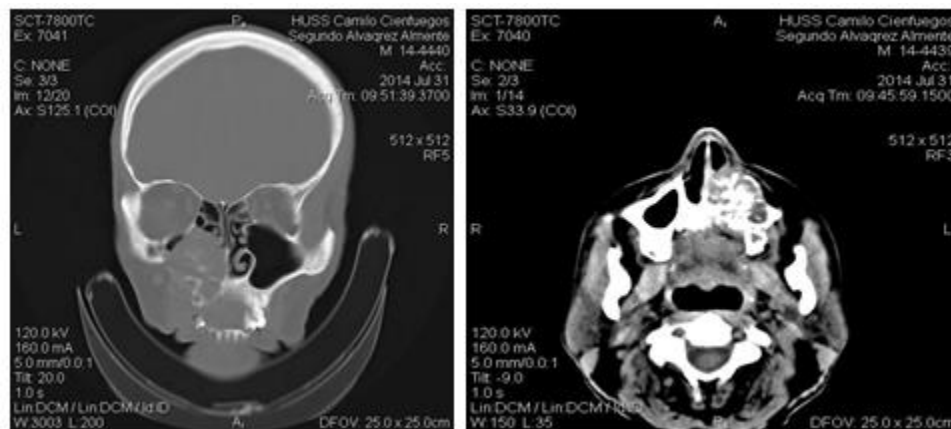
TAC con contraste se observa lesión en seno maxilar izquierdo con presencia de destrucción ósea.
